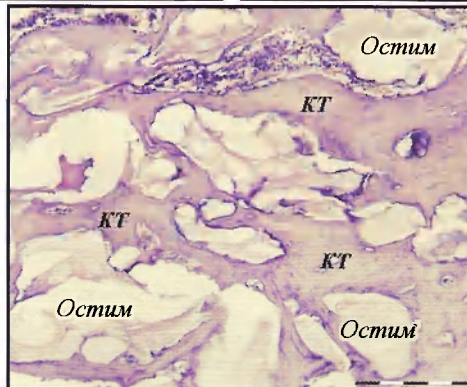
№ 7. В области интермедиарной мозоли между костными трабекулами (КТ) сохраняются крупные лакуны, заполненные Остимом. 4-я группа животных. 90 суток после имплантации. Окраска гематоксилином и эозином. X200.
